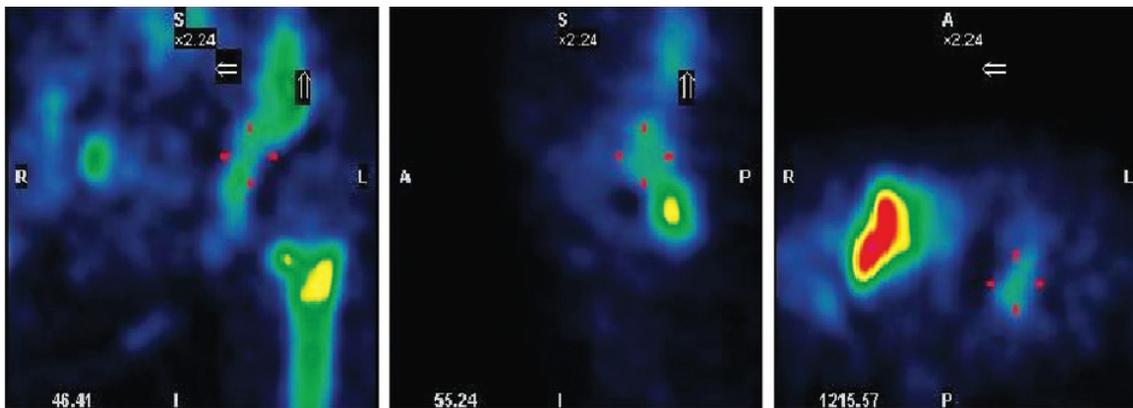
Данные сцинтиграфии костей таза: преобладание остеобластической активности в костной ткани васкуляризированного аутотрансплантата
